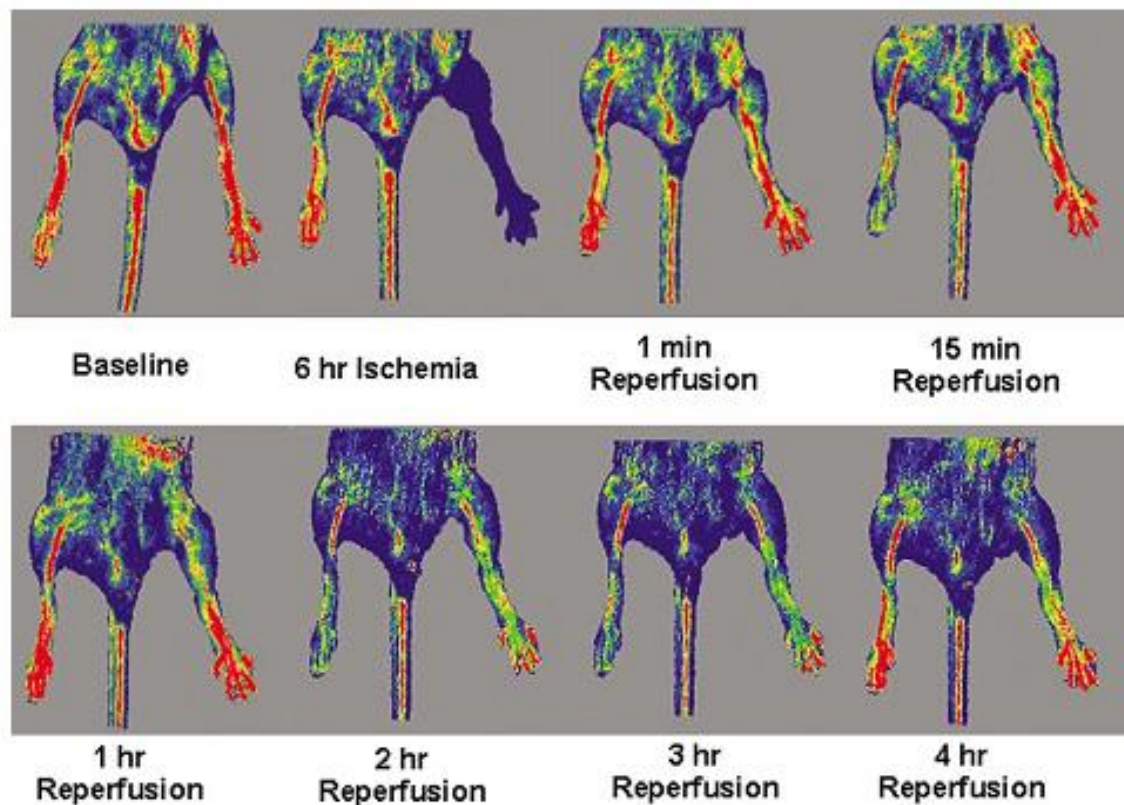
Medición de flujo en ambas extremidades inferiores de ratón mediante tecnología de láser doppler de nueva generación.
